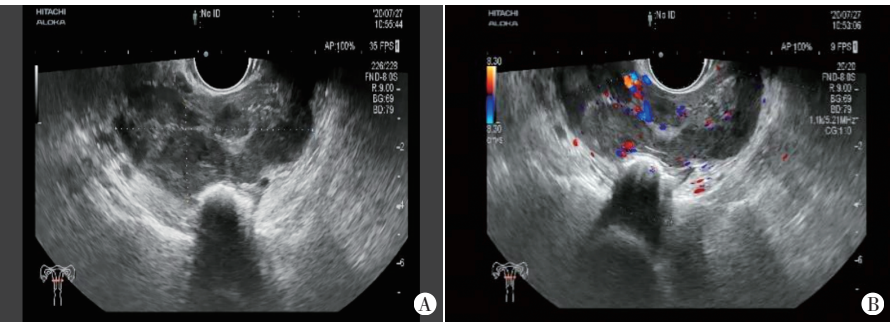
卵巢高级别浆液性癌患者(56岁)经阴道超声图像
